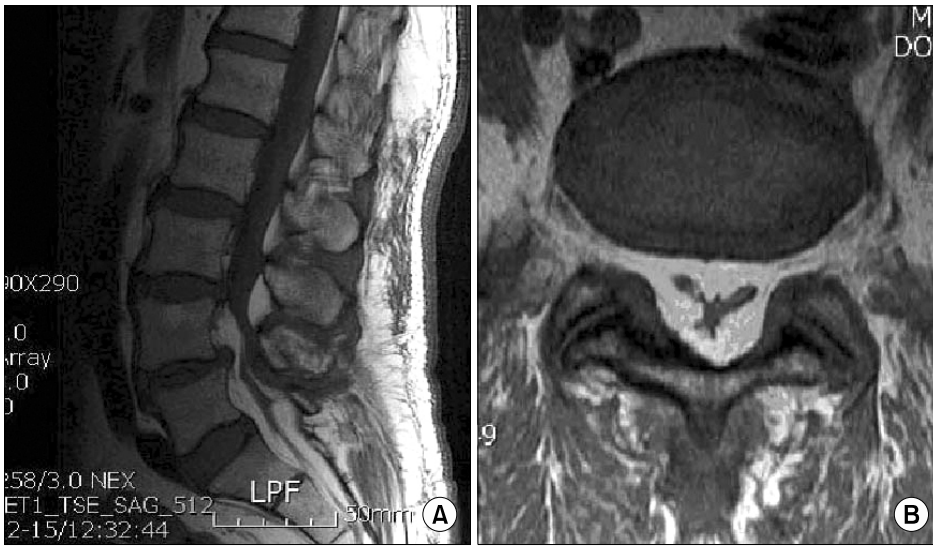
Magnetic resonance imaging of lumbar spine, T1-weighted sequence, sagittal (A) and axial (B) views through L5/S1 disc level; circumferential accumulation of epidural fat with dural sac.
